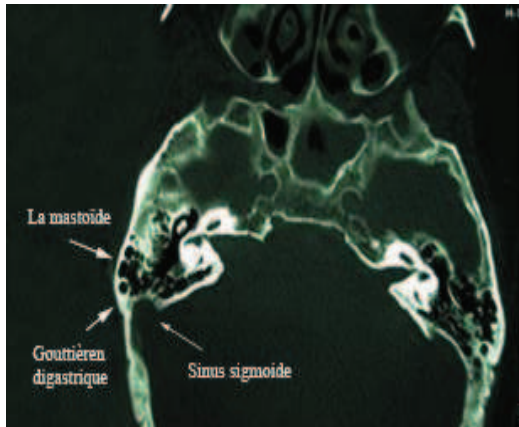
TDM en fenêtre osseuse : la mastoïde, la gouttière mastoïdienne et la position du SS
